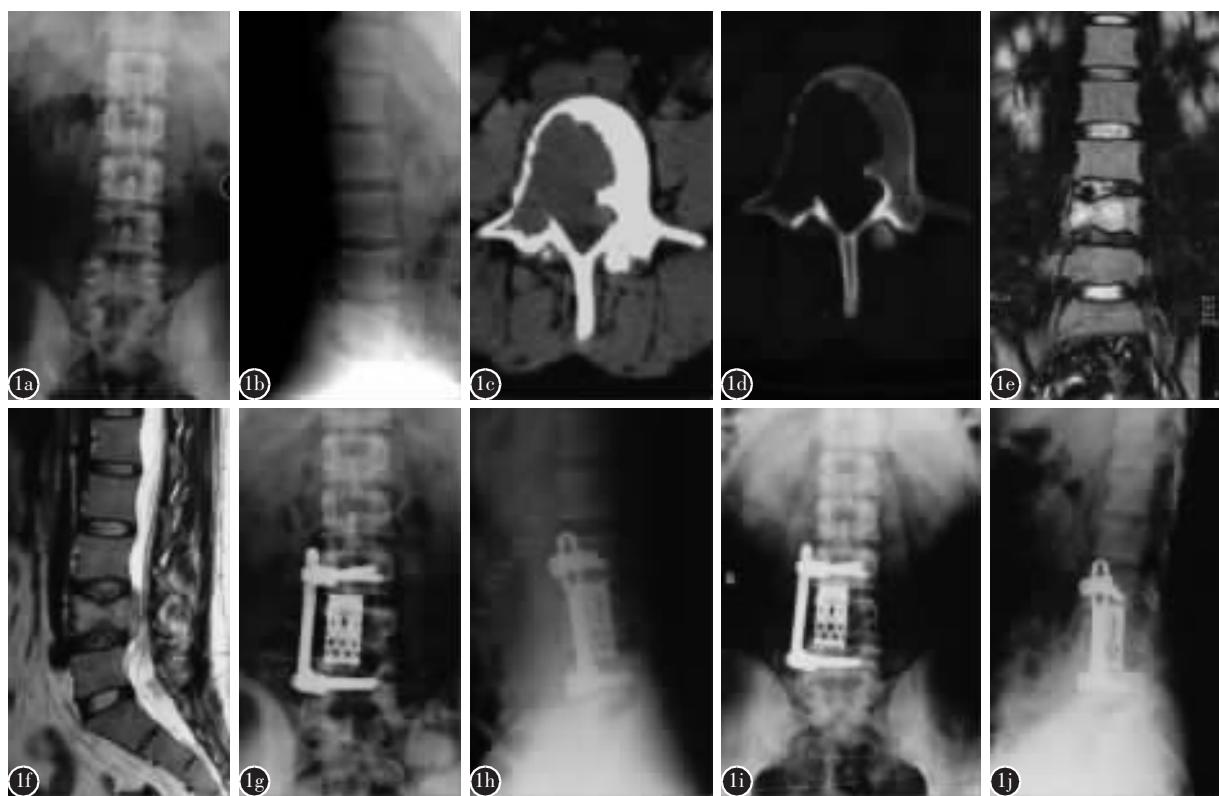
男性, 33 岁 a,b 术前 X 线片示 L4 椎体骨质破坏及轻度压缩骨折 c,d 术前 CT 示 L4 椎体骨质破坏, 骨皮质尚完整, 无明显软组织包块 e,f 术前 MRI 示右半椎体压缩占正常椎体高度 1/4~1/2 g,h 前路病灶切除+人工椎体置入及前路内固定术后 X 线片示内固定位置良好 i,j 术后 2 年 X 线片示内固定无松动移位迹象, 未见肿瘤复发迹象
